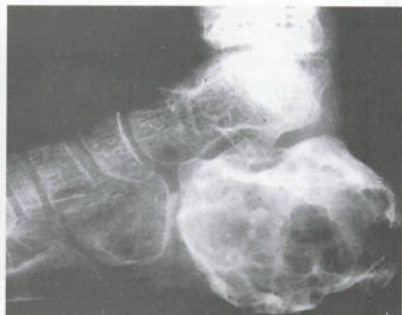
跟骨软骨黏液纤维瘤 X 线平片
